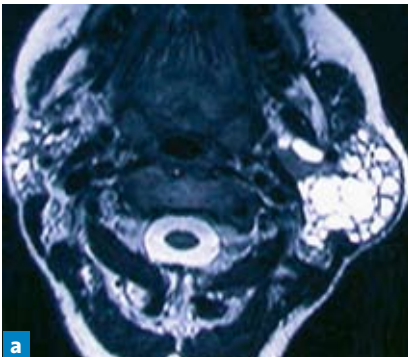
Multiple Einschlüsse im Parotisparenchym (MRT, T1-Gewichtung)
